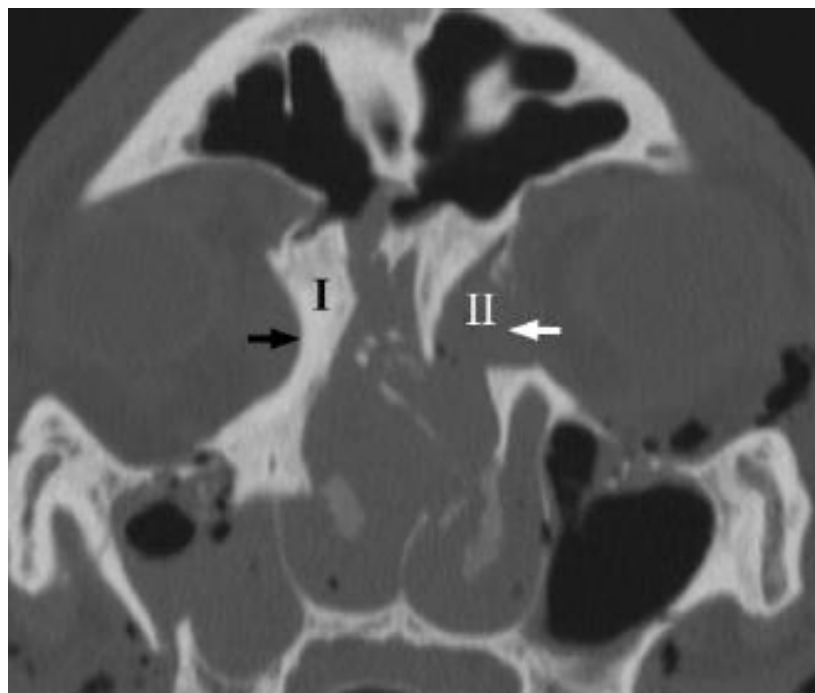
Aksijalni CT prikaz prijeloma Le Fort III. (9)
